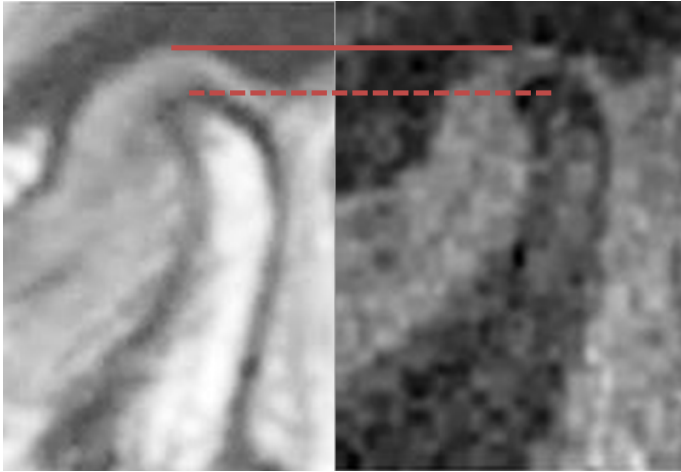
Das MRT-Bild auf der linken Seite zeigt eine statische Messung eines Kiefergelenks. Die Messung wurde mit vergleichbaren Bildgebungsparametern sowie identischer Auflösung, die bei den dynamischen Messungen verwendet wurden, durchgeführt. Auf der rechten Seite wird der letzte Schnappschuss einer dynamischen Bildserie des selben Kiefergelenks während der terminalen Schlussposition unter Belastung abgebildet. Die tiefste Stelle der Fossa ist mit einer durchgezogenen Linie gekennzeichnet, während die gestrichelte Linien die höchste Position des Kondylus ohne Belastung kennzeichnet. Ein Unterschied zwischen den Abständen mit und ohne Kaubelastung ist deutlich erkennbar.
